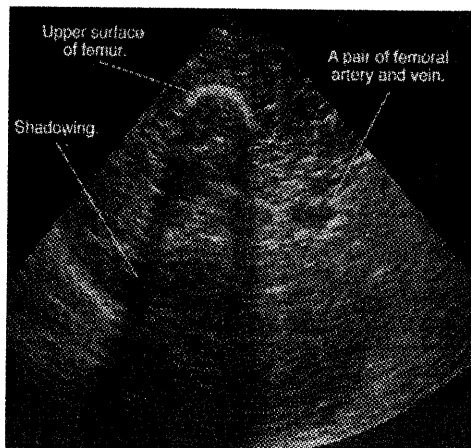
成人男子右大腿部の超音波断層像。大腿骨の上面(上左)およびその影と、大腿動脈/静脈のペア(右下)が見える。
